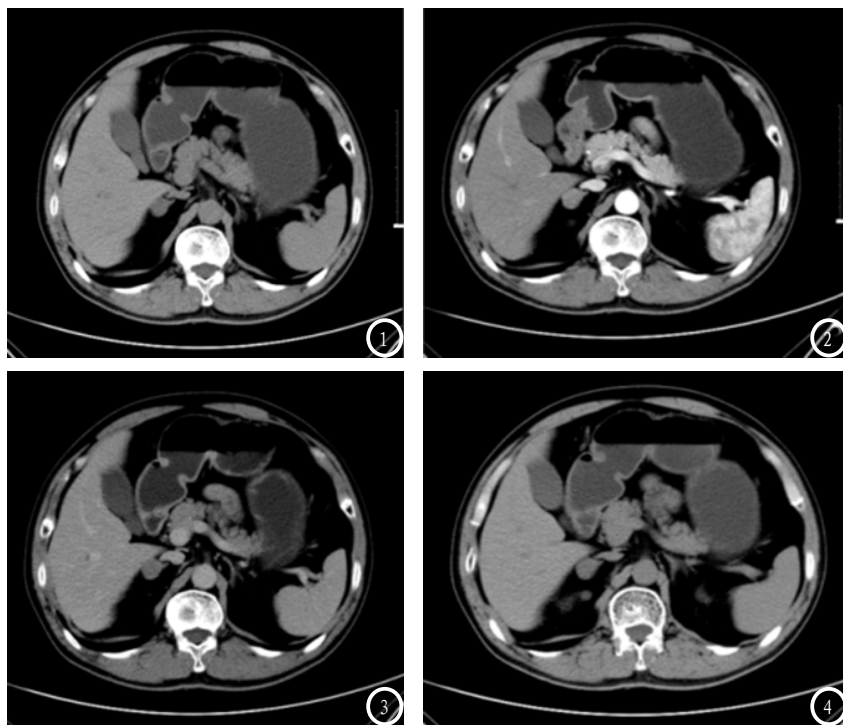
4为右侧乏脂肪肾上腺腺瘤一例,图1 CT平扫右侧肾上腺类圆形病灶,密度均匀,平均CT值13Hu,图2 CT增强扫描动脉期病灶CT值45Hu,图3、4分别为增强扫描延时6min、12min图像,病灶内造影剂廓清,CT值21Hu及16Hu,与平扫密度相仿。
